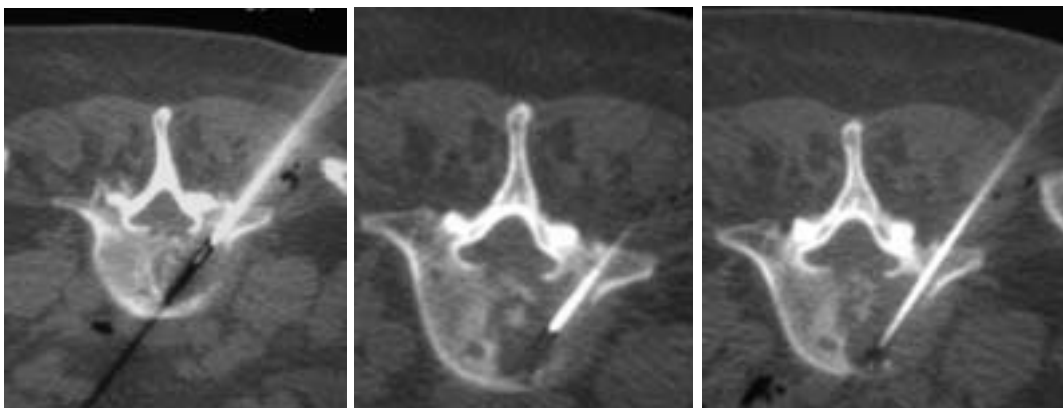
La trefina guiada por cortes de TC, avanza hasta la periferia de la lesión (inicio de técnica coaxial), luego hasta el centro y finalmente llega al extremo opuesto de la lesión.
